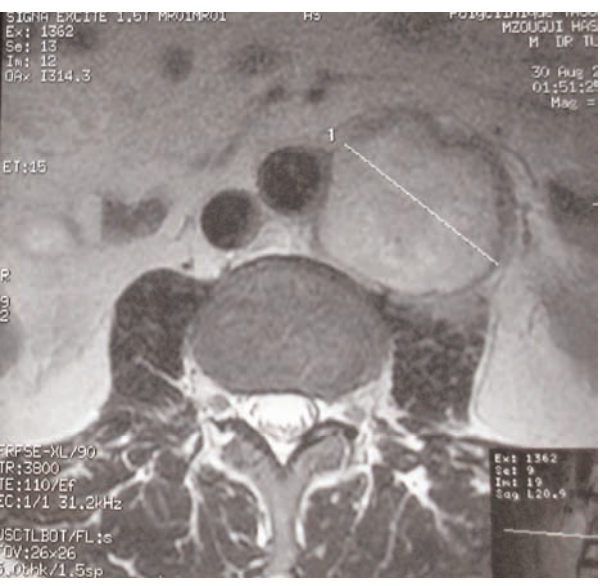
IRM abdominale (Coupe transversale)
